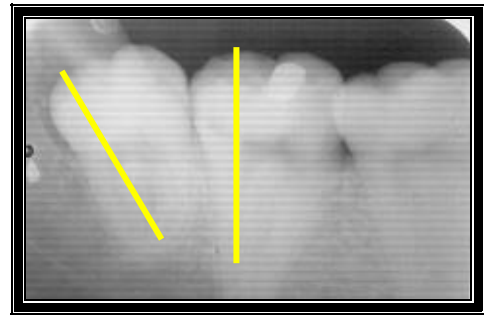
Radiografía: posición distoangular.
